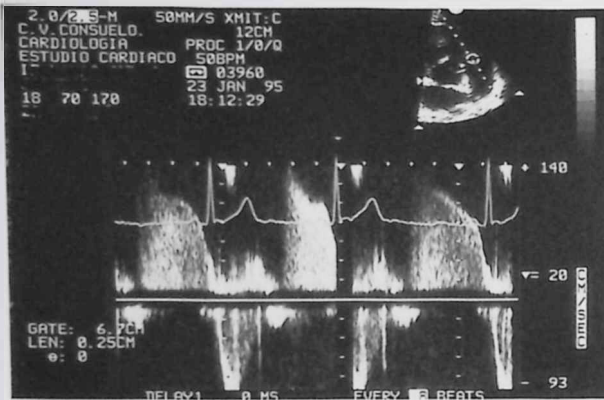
Regurgitación pulmonar fisiológica con Doppler pulsado, el volumen de muestra está situado ligeramente por debajo de la VP. Se observa flujo laminar en meso y telesístole, con escaso gradiente y suave pendiente de deceleración.
